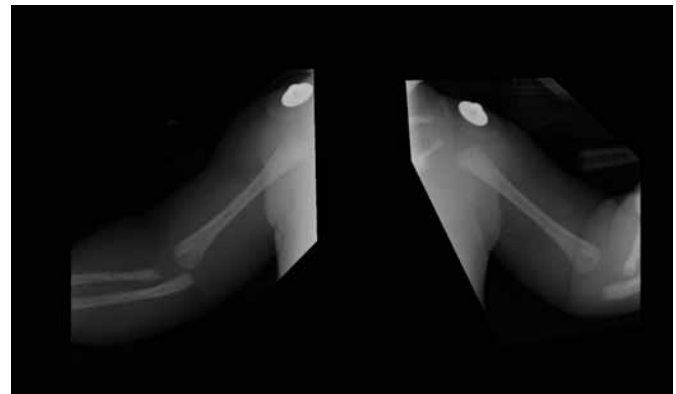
Radiografía comparativa de miembros superiores. Se ve luxación de ambas cabezas radiales.
